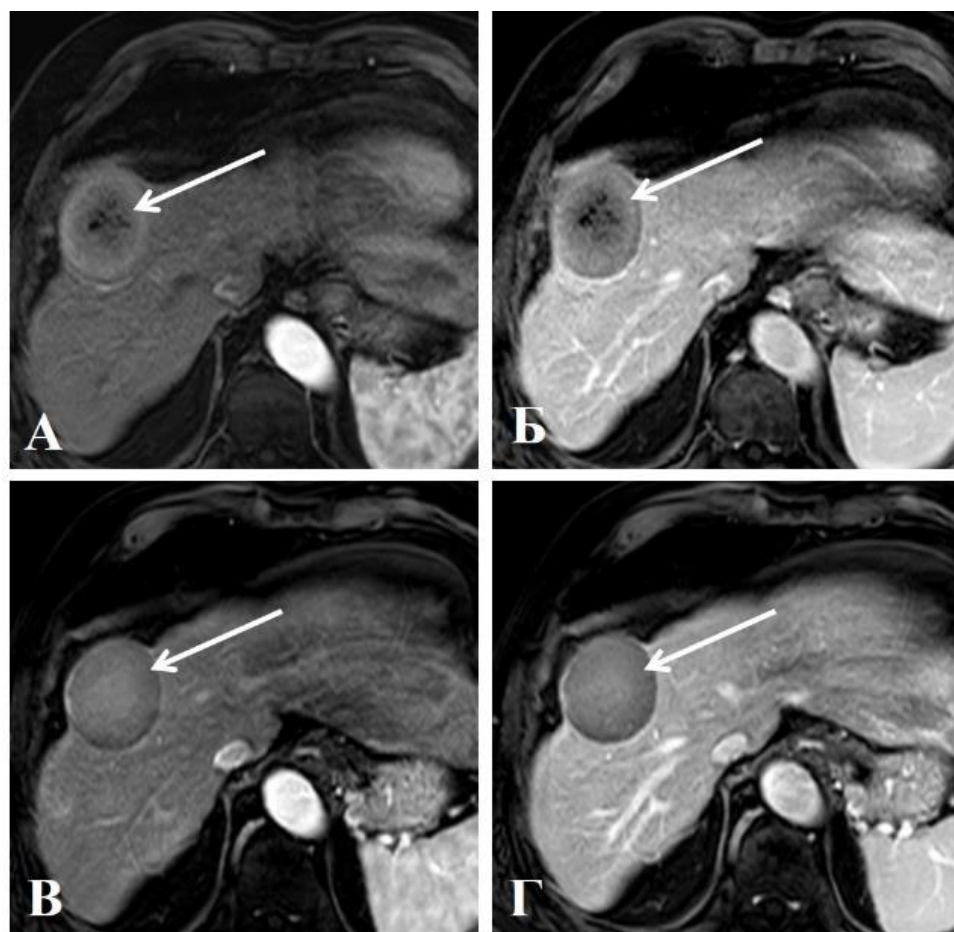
Тот же пациент. МРТ в артериальную и порто–венозную фазы через 8 недель (А, Б) и 16 недель (В, Г) после ТЛЛНМ показывает постепенное снижение интенсивности контрастирования узла ГЦР, начиная с центра, и уменьшение его размеров (белая стрелка)
